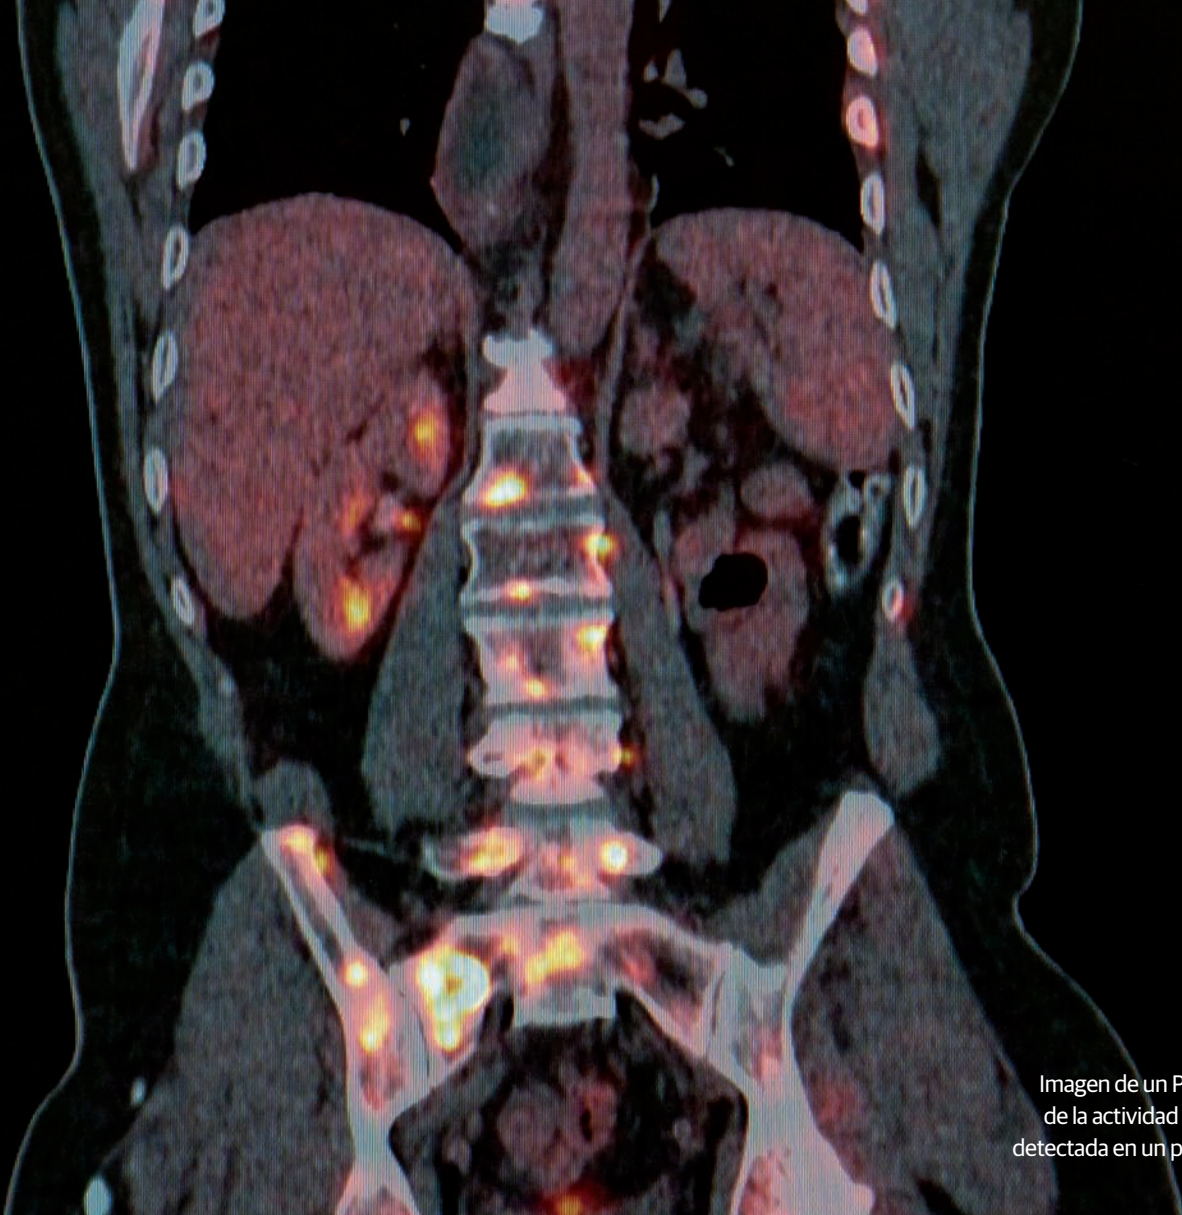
Imagen de un PET-TAC de la actividad tumoral detectada en un paciente.
